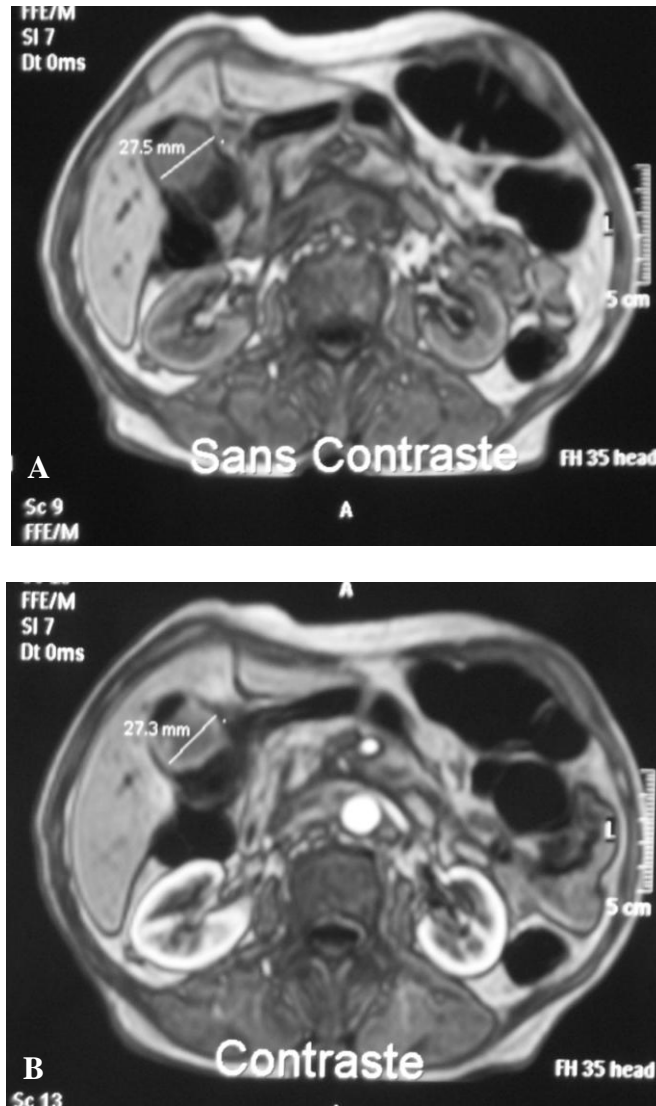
(A et B) : coupes axiales IRM montrant une vésicule biliaire siége d'une formation hypo-intense sans dilatation des voies biliaires.
